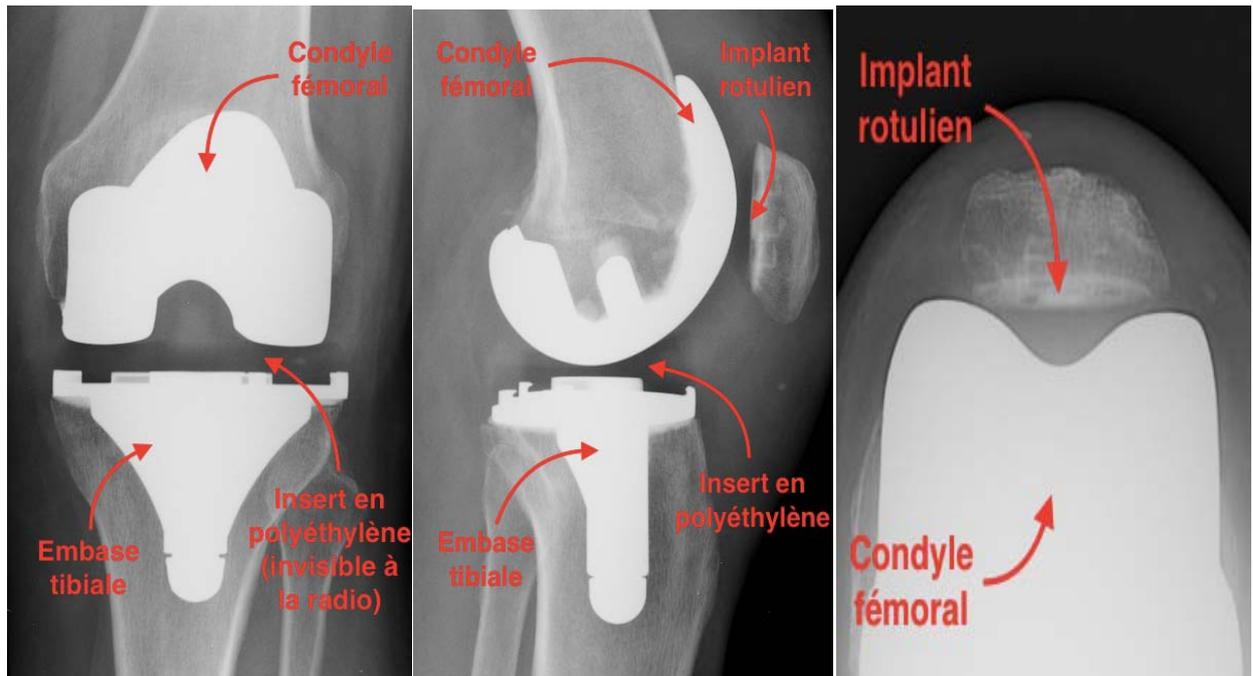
Radiographie standard d'une PTG vue de face, de profil et incidence
